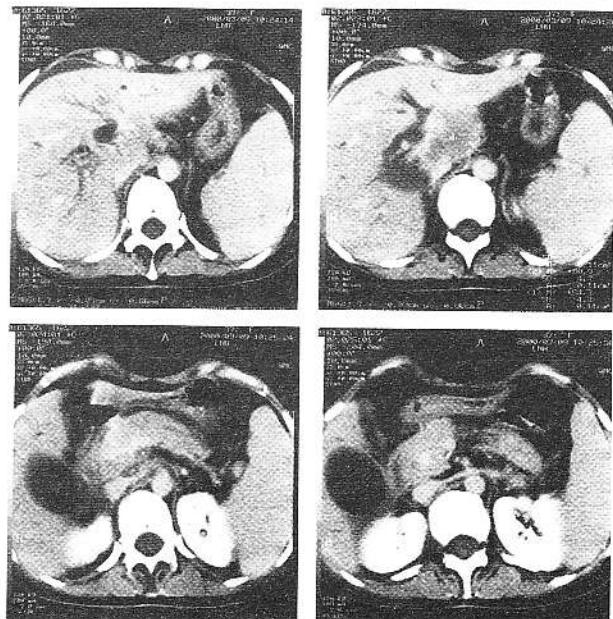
Explorare CT cu substanță de contrast la nivelul loiei pancreatici. Adenopatii voluminoase cu compresiune pe calea biliară principală.
